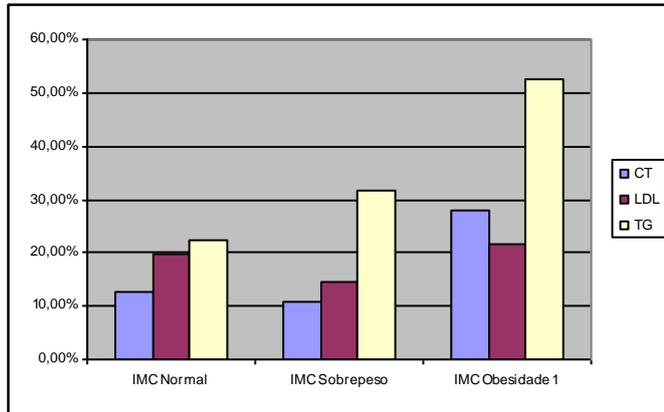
Representação do aumento de CT, LDL e TG após as intervenções por US e gel com cafeína a 5%, considerando IMC
